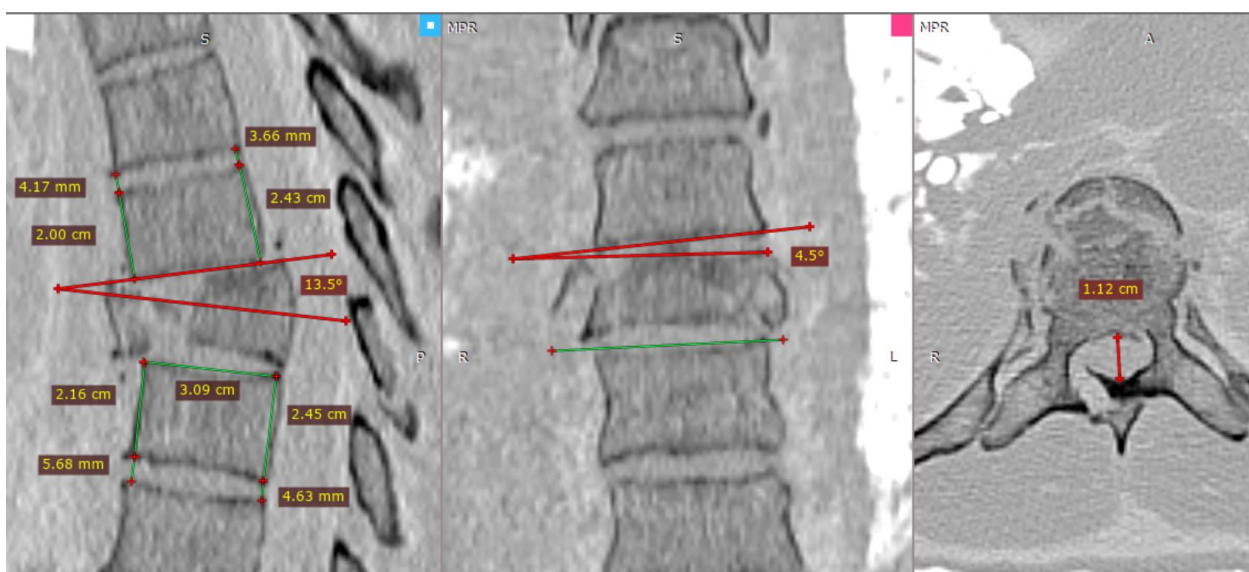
СКТ пациента Р. в трех проекциях после мультипланарной реконструкции с измерениями
